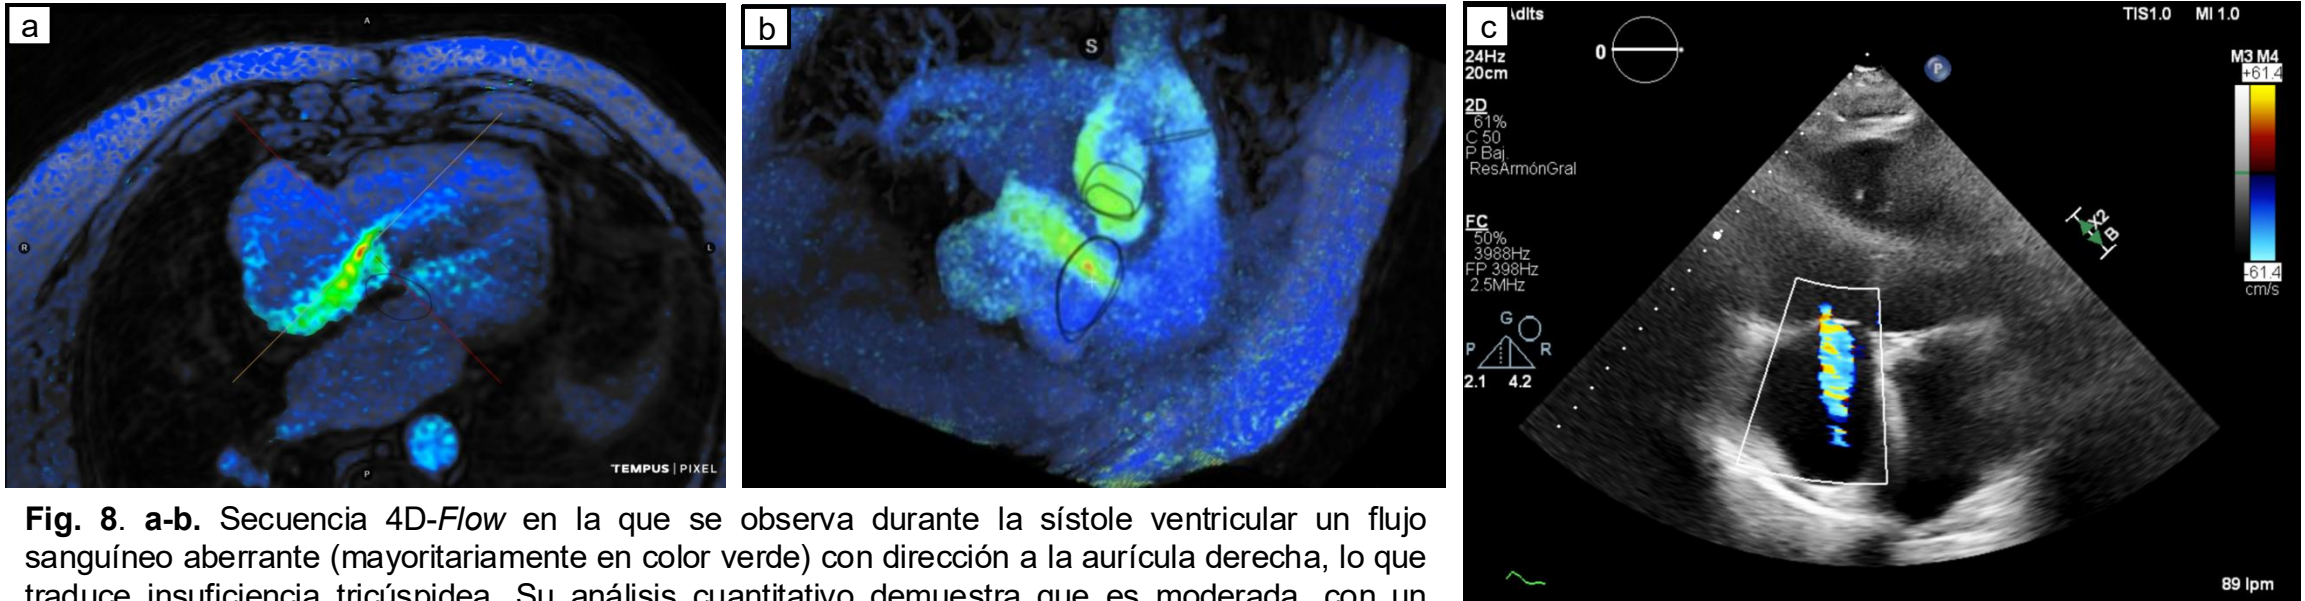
a-b. Secuencia 4D-Flow en la que se observa durante la sístole ventricular un flujo sanguíneo aberrante (mayoritariamente en color verde) con dirección a la aurícula derecha, lo que traduce insuficiencia tricúspidea. Su análisis cuantitativo demuestra que es moderada, con un volumen regurgitante de 17 mL y una fracción de regurgitación del 26%. c. Correlación con las imágenes del ecocardiograma transtorácico en ventana apical 4 cámaras, en la que se aprecia chorro de insuficiencia tricúspide a con *aliasing* hacia la AD.
